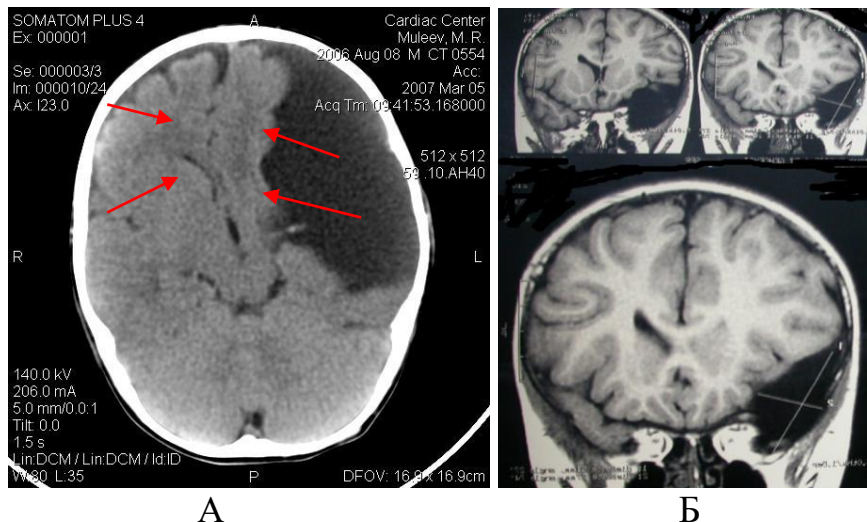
Дооперационное СКТ головного мозга (А). Наблюдение № 27, больной М., 2 года, история болезни №1262-09. Д-з: Смещение средней линии и компрессия бокового желудочка на стороне кисты (указаны стрелками). Дооперационное МРТ головного мозга (Б). Наблюдение №21, больной Г., 6 лет, история болезни №2912-08. Д-з: Киста височной доли компримирует желудочек на стороне поражения (указано стрелками)
